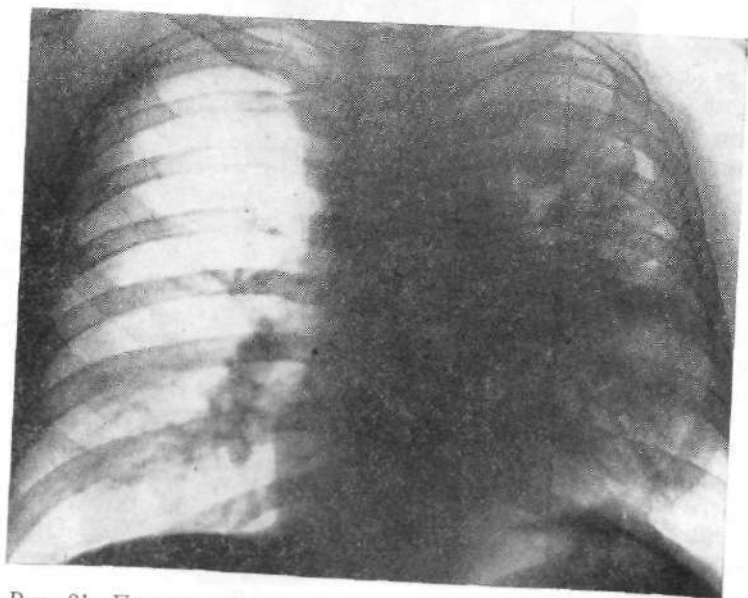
Прямая рентгенограмма легких (01.12.78 г.) того же больного (см. рис. 18). Прогрессирование процесса. Слияние мелких полостей и образование более крупных участков деструкции.
